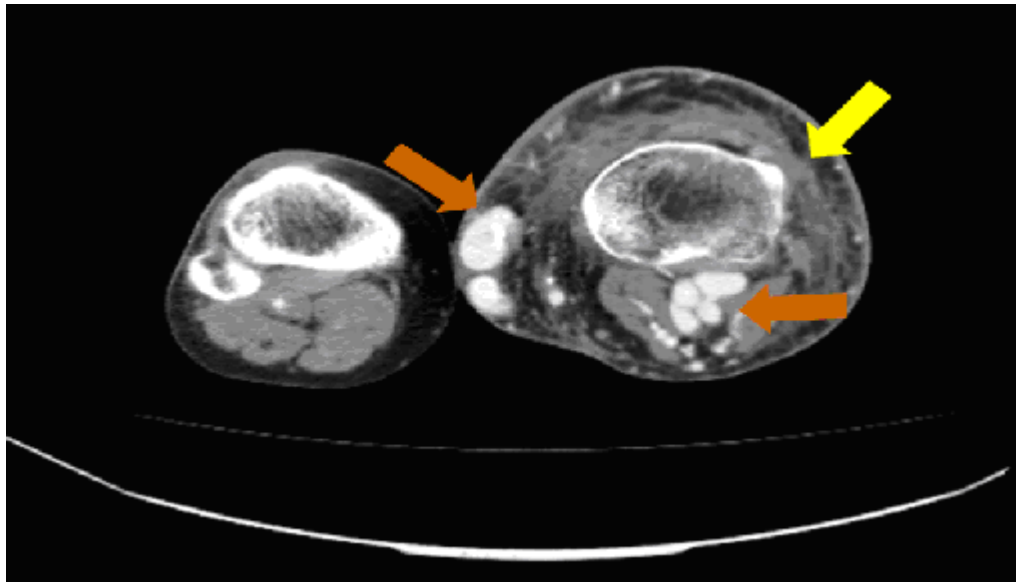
Corte axial (nível da articulação femorotibial), durante a fase arterial da tomografia computadorizada, demonstrando significativo aumento das partes moles e da tibia (seta amarela) do membro inferior esquerdo. Há extensas veias varicosas, com impregnação precoce pelo meio de contraste (setas laranjas), sugerindo a presença de fístulas arteriovenosas.
